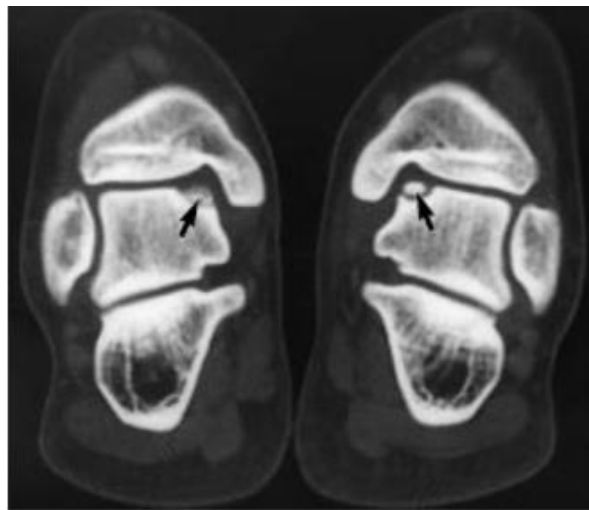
TDM de la cheville en coupe coronale montrant une fracture ostéocondrale bilatérale de l'angle supéromédial du dôme talien. [44]
